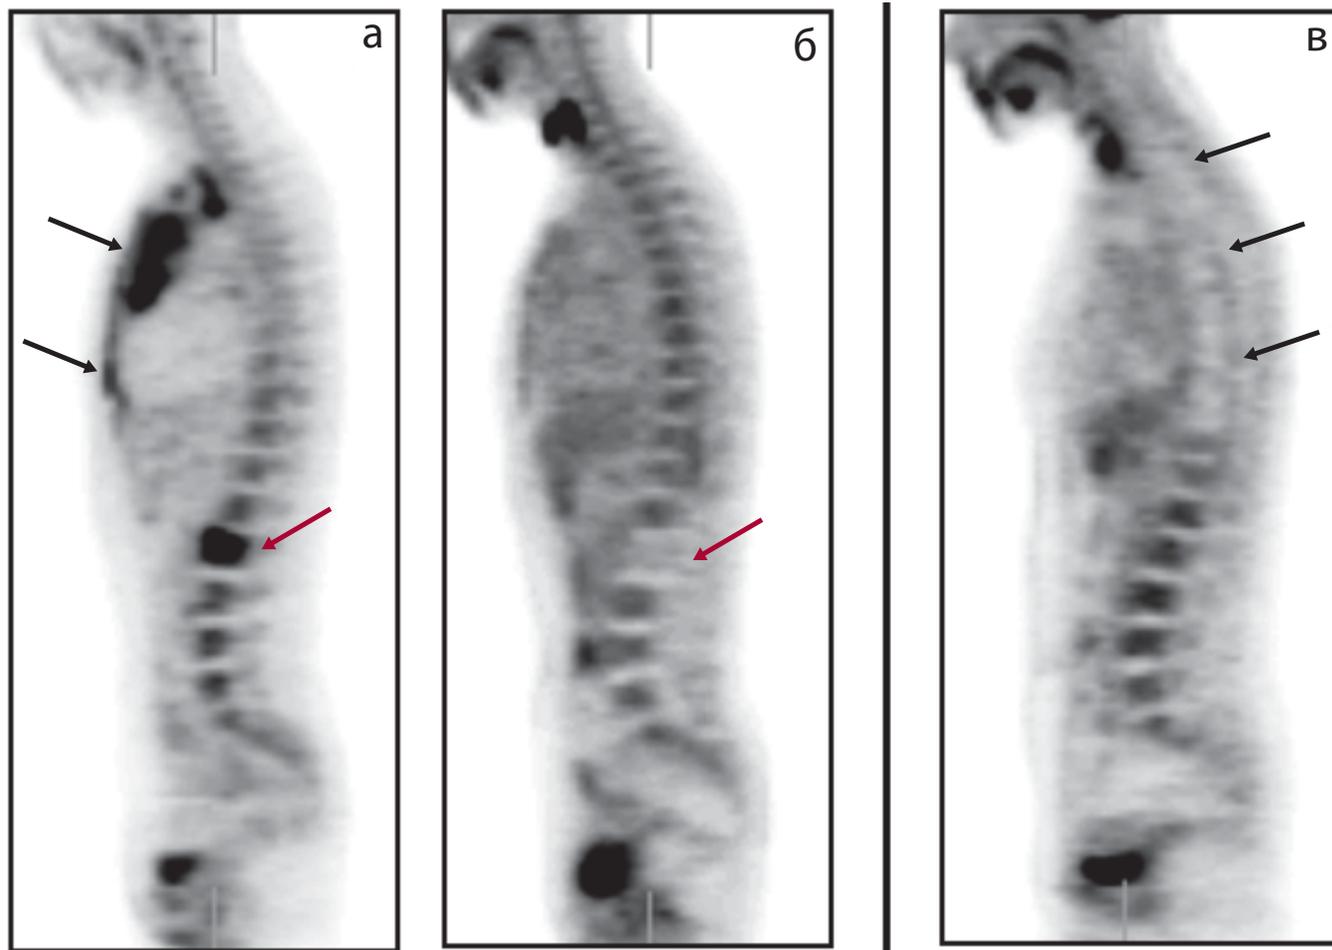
У пациентки с диффузной В-крупноклеточной лимфомой исходные результаты ПЭТ (а) выявили наличие патологических очагов гиперметаболизма в средостении, грудине (черные стрелки), ребрах и теле позвонка L₁ (красная стрелка), которые полностью регрессировали после 6 курсов полихимиотерапии (б). В зоне исходного гиперметаболизма позвонка L₁ стал определяться аметаболический очаг, свидетельствующий о развитии репаративных процессов в области предшествующего специфического поражения (в). У больной ЛХ с поражением средостения при ПЭТ, выполненной через 4 мес. после завершения химиолучевого лечения, определяется протяженная аметаболическая зона в грудном отделе позвоночника, свидетельствующая о развитии постлучевых изменений в костном мозге позвонков, вошедших в зону облучения (в)
